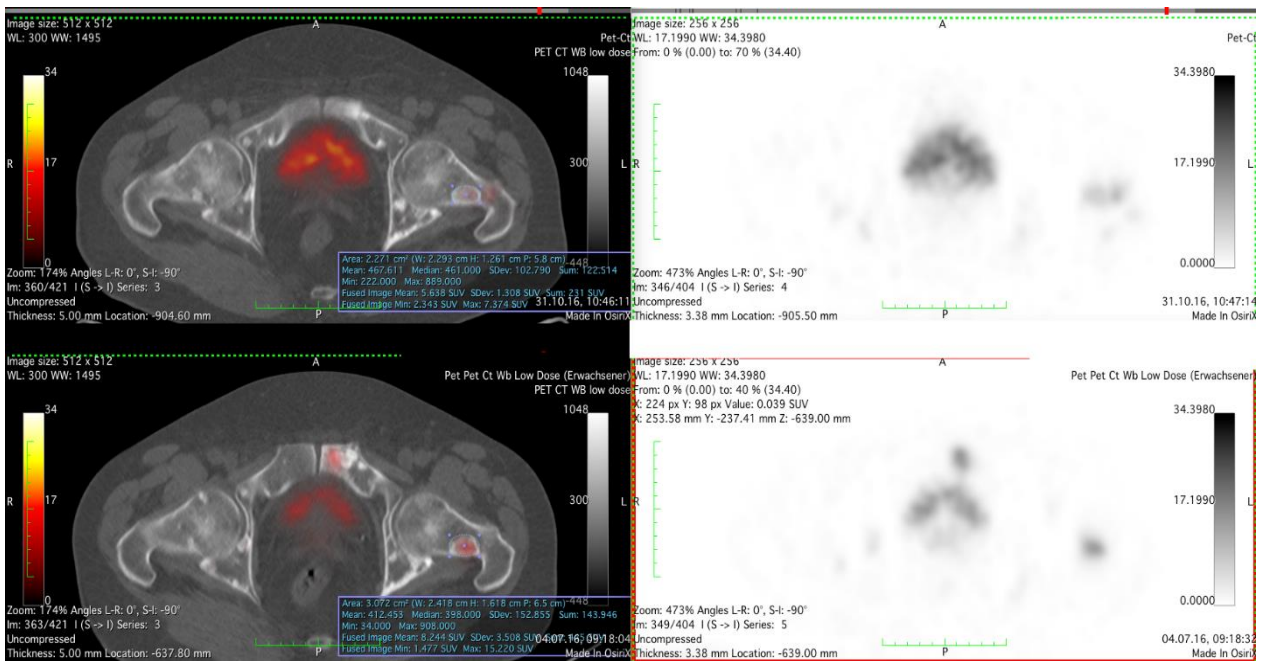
PET/CT-Aufnahme des Femurkopfs mit HU-Messung. Auf der Aufnahme der Hüfte ist eine Metastase im linken Femurkopf (gleiche Position wie in Abbildung 4) erkennbar. Auf der unteren Hälfte ist die Aufnahme vor dem ersten Therapiezyklus und auf der oberen Hälfte posttherapeutisch nach dem zweiten Zyklus zu erkennen. Hier wurden HUmax und HUmean gemessen. Dazu wurde die Metastase im CT-morphologischen Korrelat ausgemessen. Der HUmax-Wert betrug im vorliegenden Fall vor der Therapie 908 HU, nach der Therapie 889 HU. Der HUmean-Wert lag vorher bei 412,5 HU und nachher bei 467,6 HU. Somit konnte für HUmax ein Abfall um 19 HU und für HUmean ein Anstieg um 55,1 HU berechnet werden.
